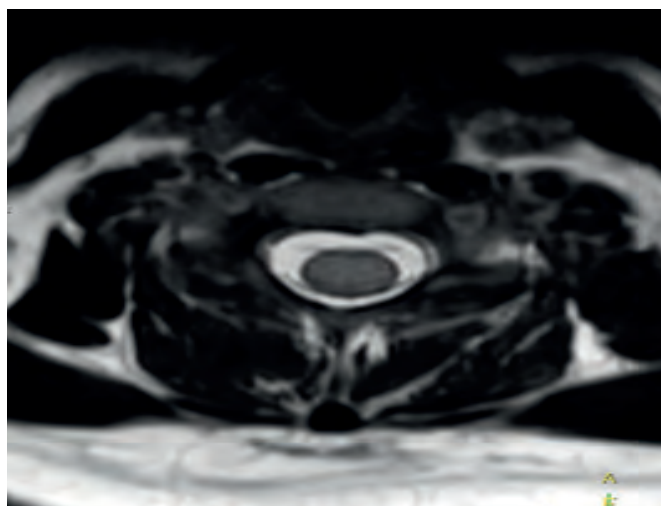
Resonancia magnética en corte transversal en secuencia T2 donde se observa hiperdensidad en cordón medular en C4 e incremento del diámetro anteroposterior de la médula.
